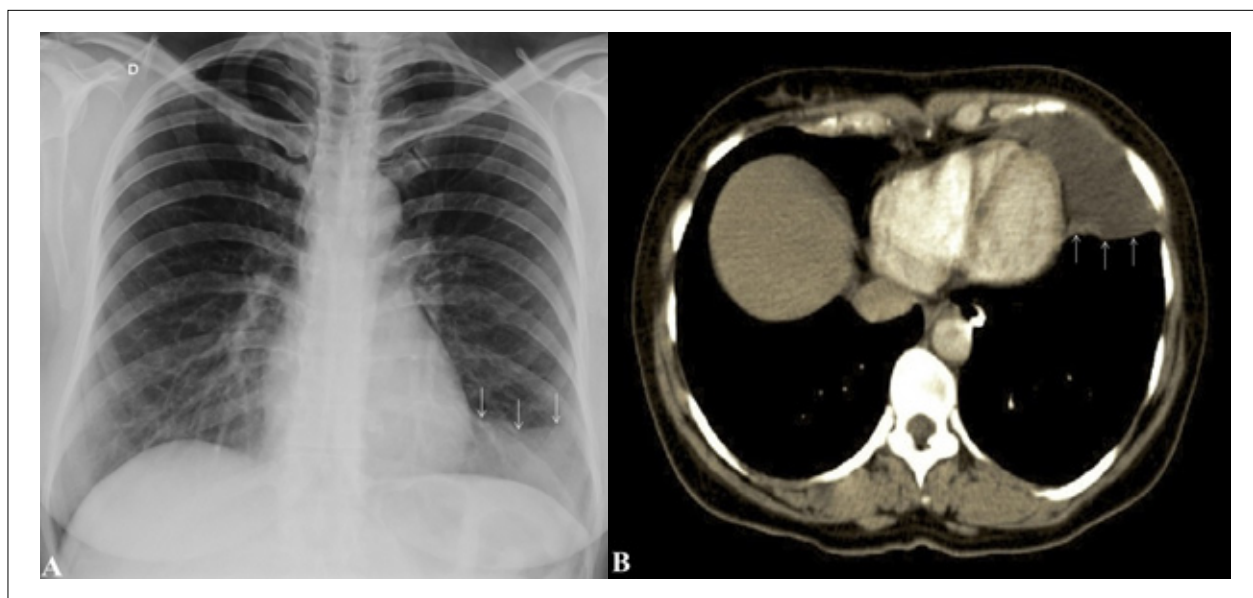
A: Radiografia de tórax – hipotransparência em lobo inferior esquerdo (setas). B: Tomografia computadorizada de tórax – lesão cística ocupando o seio cardiofrênico esquerdo (setas).
